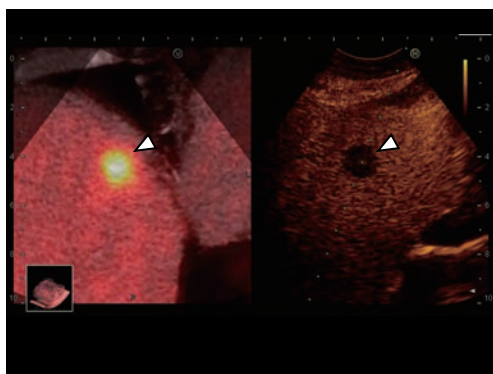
FDGPETをリファレンス画像としたフュージョン造影検査。
